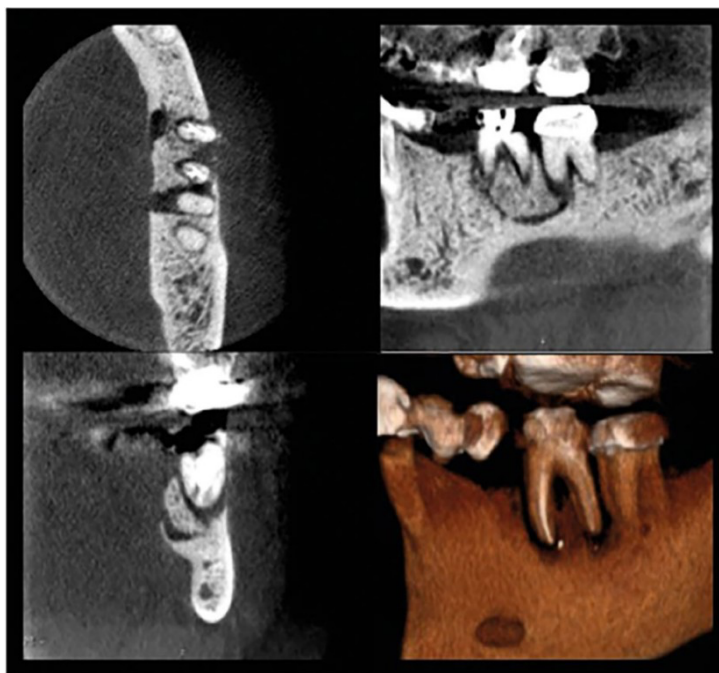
Exame de CBCT da mandíbula esquerda evidenciando uma radiotransparência perirradicular associada ao dente 36, estendendo-se desde a crista alveolar até aos ápices radiculares. Retirado de (Al-Sarraj et al., 2023).
